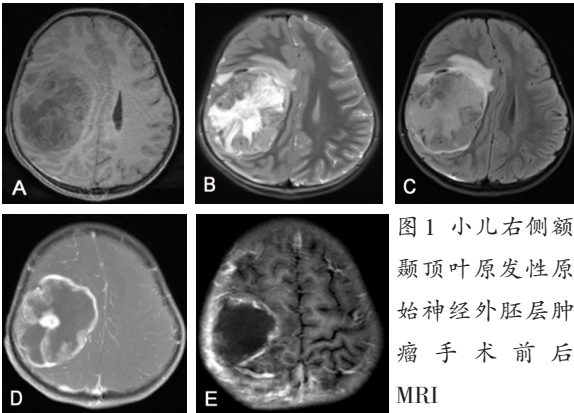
小儿右侧额颞顶叶原发性原始神经外胚层肿瘤手术前后 MRI
